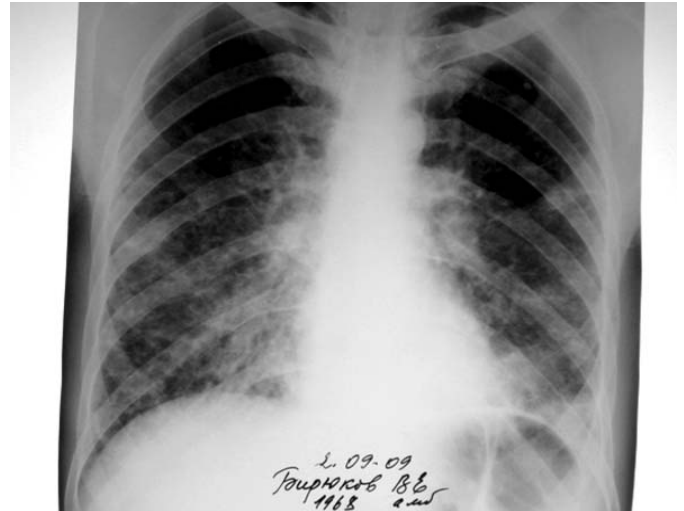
Рентгенологические признаки ТЭЛА.
